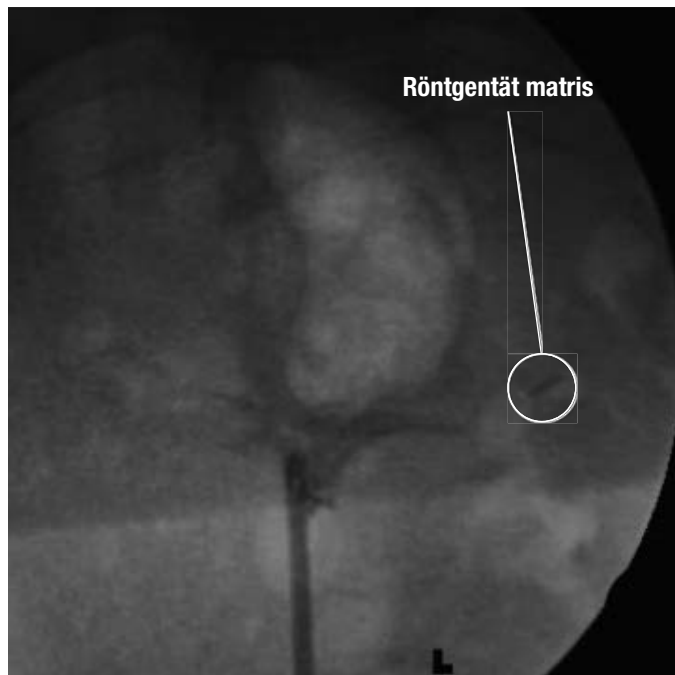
SCOUT-RÖNTGENBILD AV PELVIS
